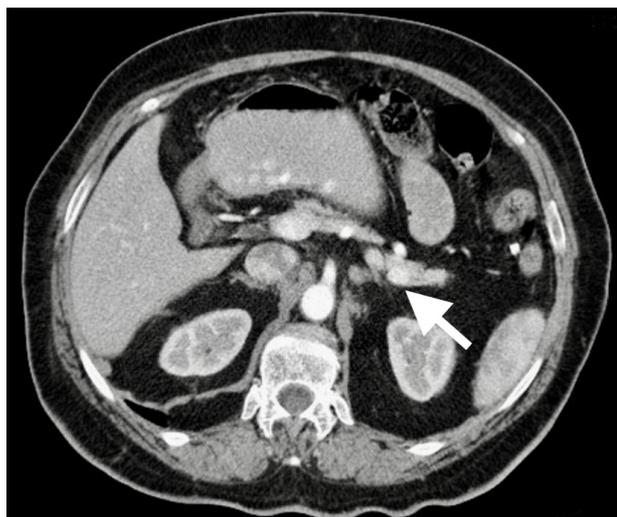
КТ ОБП с в/в контрастированием, артериальная фаза: инсулинома в хвосте поджелудочной железы отмечена стрелкой
